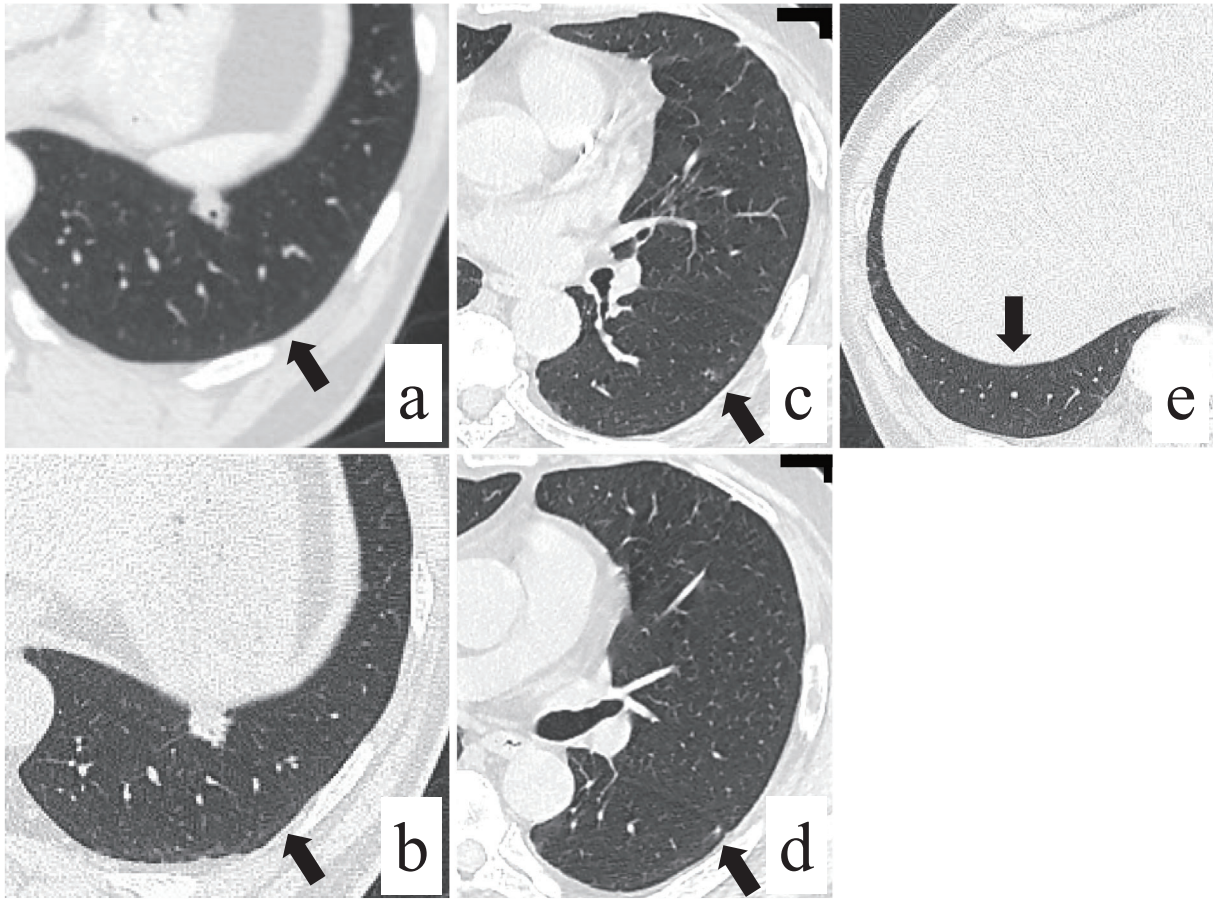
(a) CT shows a solitary partially solid pulmonary nodule (diameter: 1.3 cm; solid component diameter: 0.9 cm) in the left lower lobe (arrow). (b) The image obtained three years later shows a slight increase in the solid component (arrow). (c) A small, ground-glass opacity nodule in S⁶ in the left lower lobe. (d) (e) Multiple small nodules were seen in both lungs.
